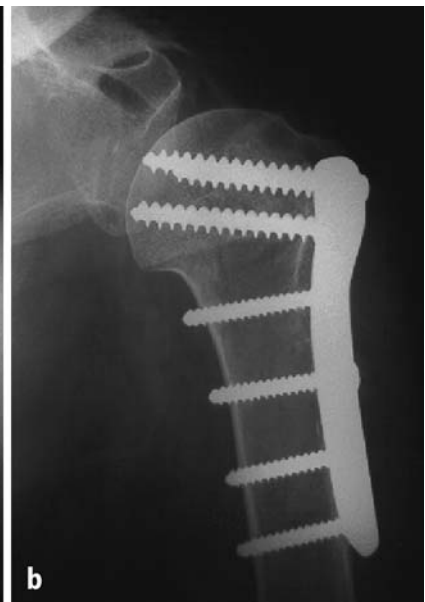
a–c ◀ 81-jährige Patientin mit fortgeschrittener Demenz und vorderer Luxationsfraktur (a). Röntgenkontrolle (b) und Funktion am 10. postoperativen Tag (c)
